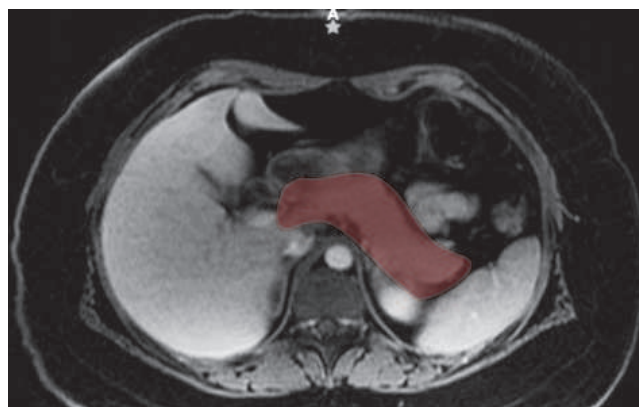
Resonancia magnética nuclear de abdomen (Water Ph4Ax Lava-Flex Dinámico). Sin evidencia de lesiones o tumoraciones en el páncreas ni el resto del abdomen.
